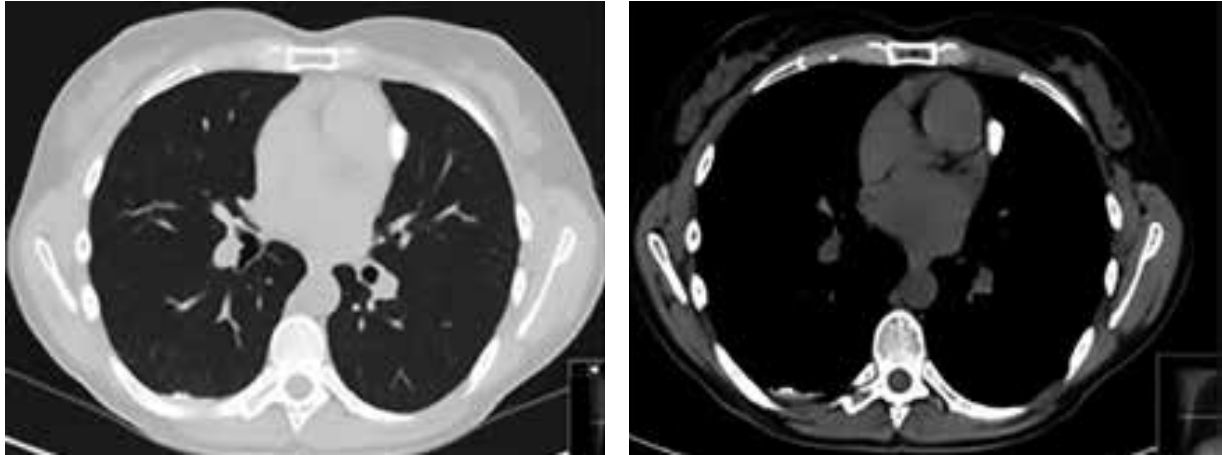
TC de controle demonstrando espessamento subpleural residual bilateral com calcificações.
